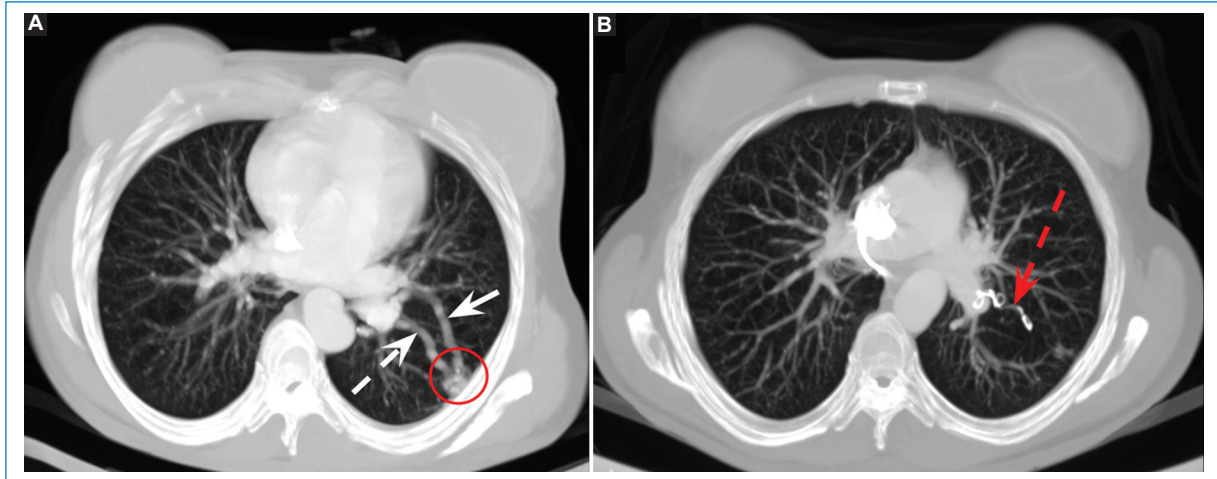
Angio-TC de arterias pulmonares con MIP en corte axial y ventana de pulmón. MAV pulmonar en lóbulo inferior izquierdo. Mujer de 48 años con THH y evidencia de *shunt* en control con ETT. (A) MAV pulmonar (círculo rojo) con aporte arterial dependiente de la rama pulmonar del lóbulo inferior izquierdo (flecha blanca) y drenaje en vena pulmonar homónima (flecha blanca discontinua). (B) Control al mes de la embolización endovascular con *coils* (flecha roja discontinua) y oclusión satisfactoria de la MAV.
